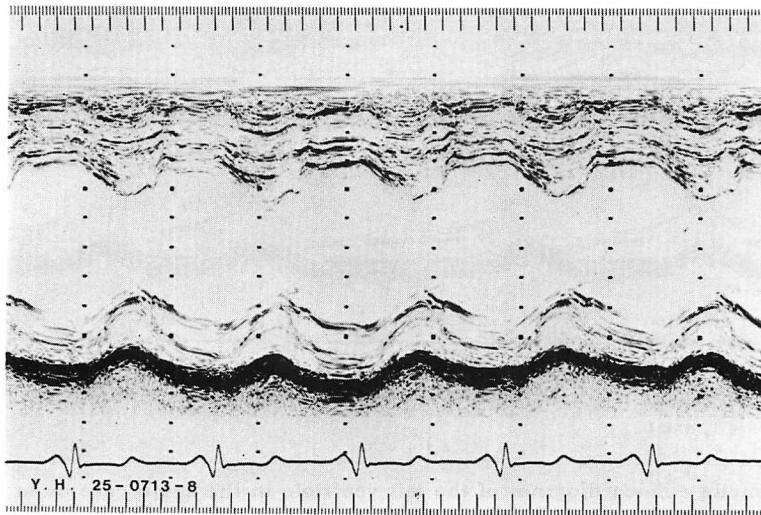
M-mode echocardiogram of the left ventricle in the same case as in Figs. 1, 2 and 3.
